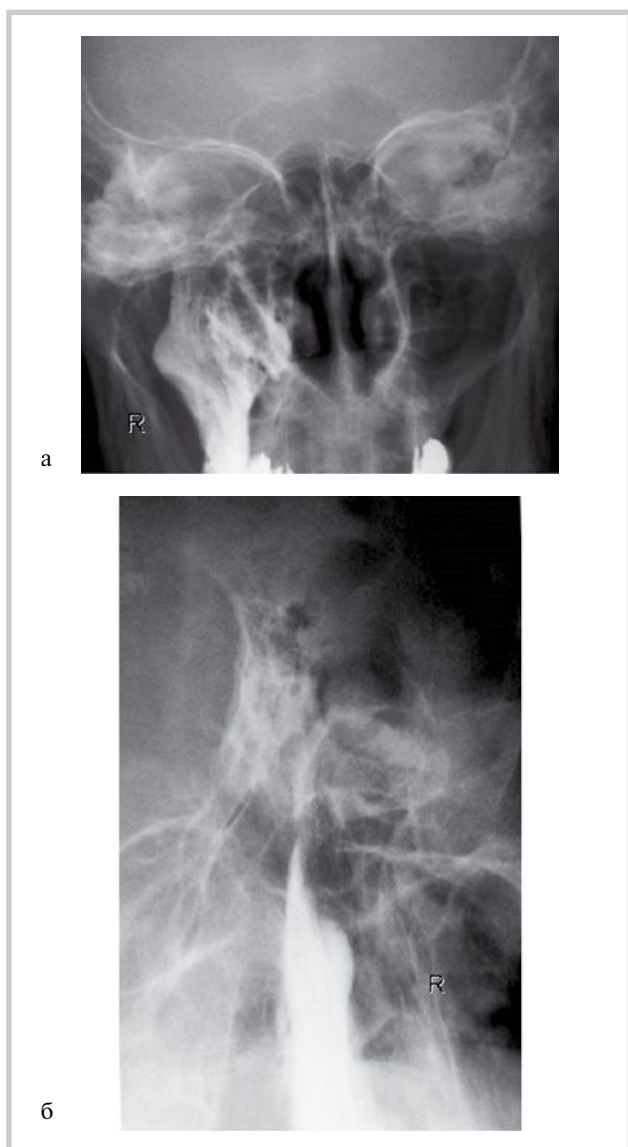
Пациент И., 31 год. Результат контрольного рентгеноконтрастного исследования (катетеризация правой слуховой трубы).
